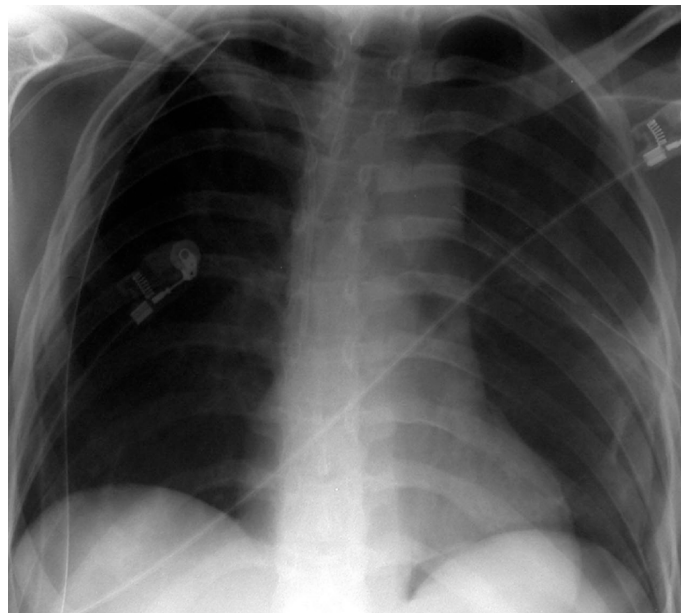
Telerradiografia torácica no dia da transferência do doente.
